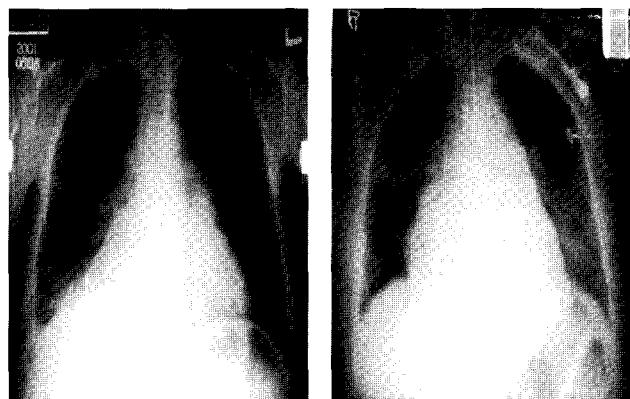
The chest X-ray views of preoperative(left) and post-operative(right) period.
